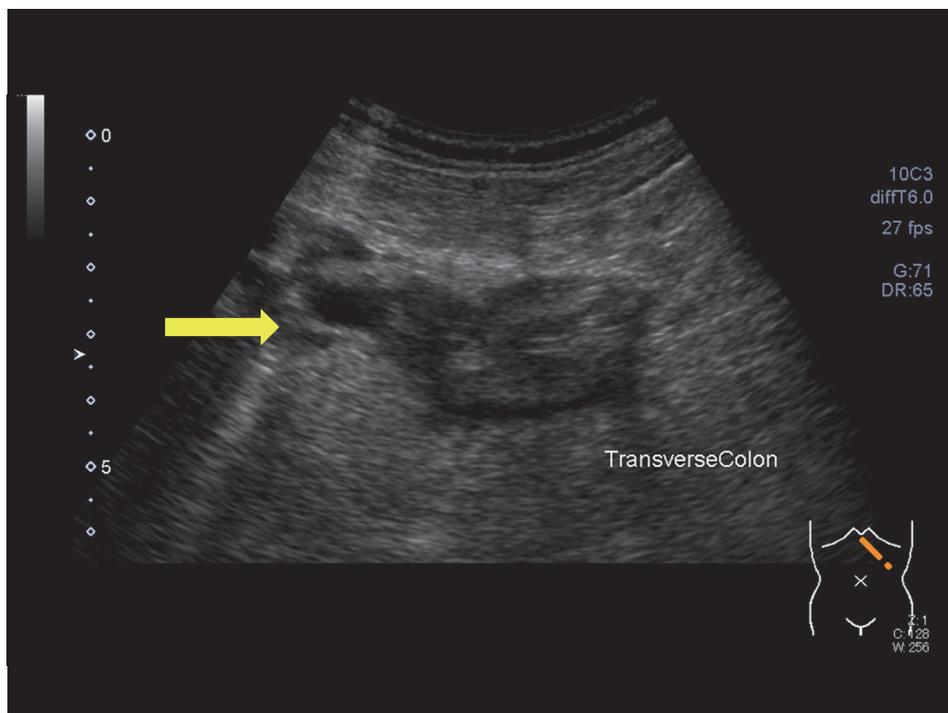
術後4年/4ヶ月 Abdominal ultrasonography (AUS)
